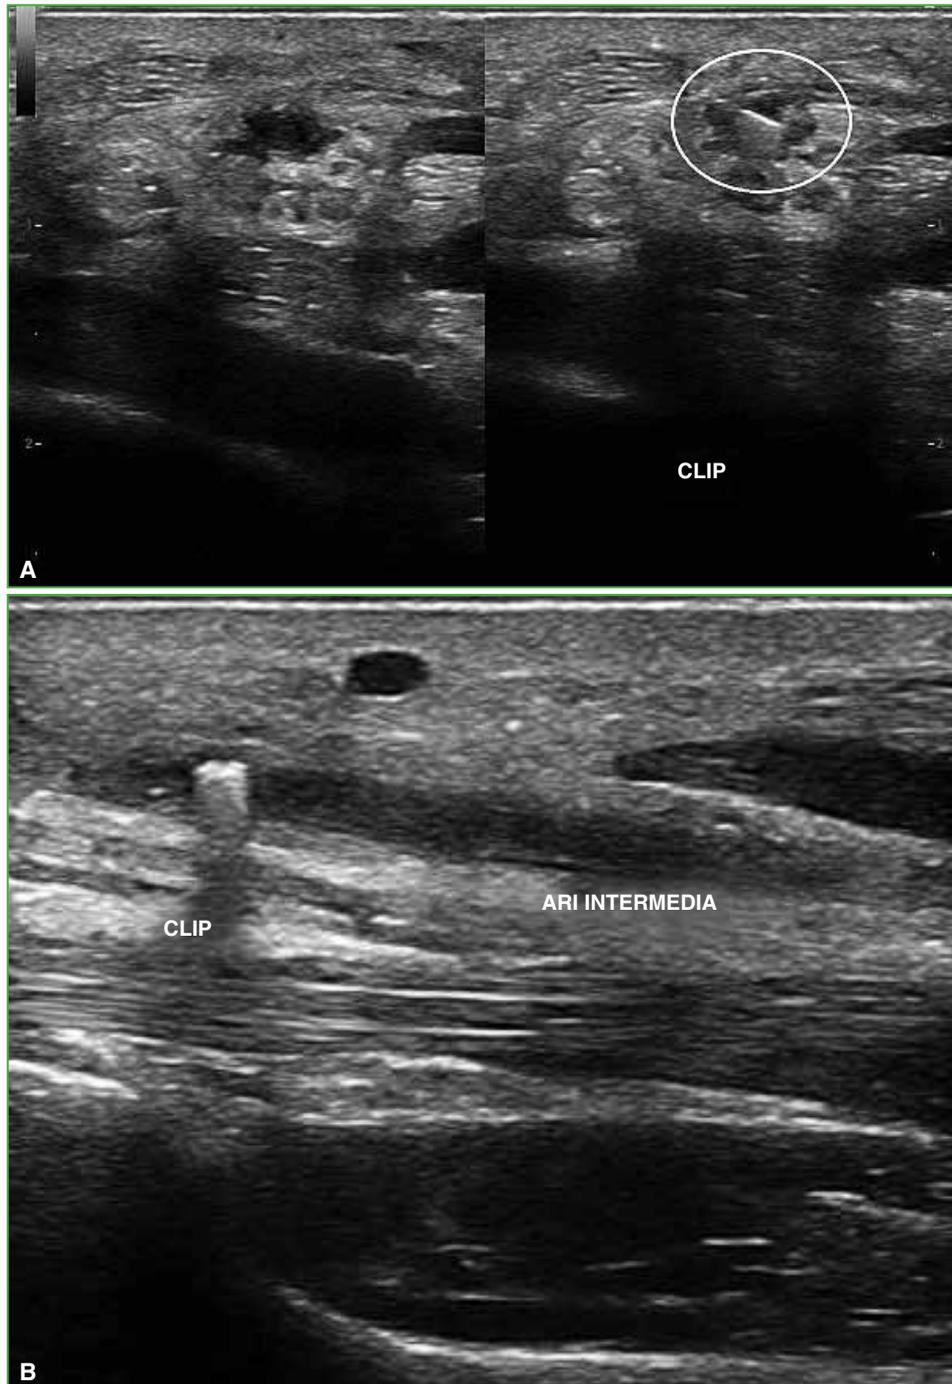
Ecografía de muñeca derecha posquirúrgica. Se observan el clip en la arteria y la liberación del nervio mediano. A. Corte transversal. Derecha: arteria intermedia persistente antes de la colocación del clip. Izquierda: lugar de colocación del clip. B. Corte longitudinal. Clip en el interior de la arteria.
